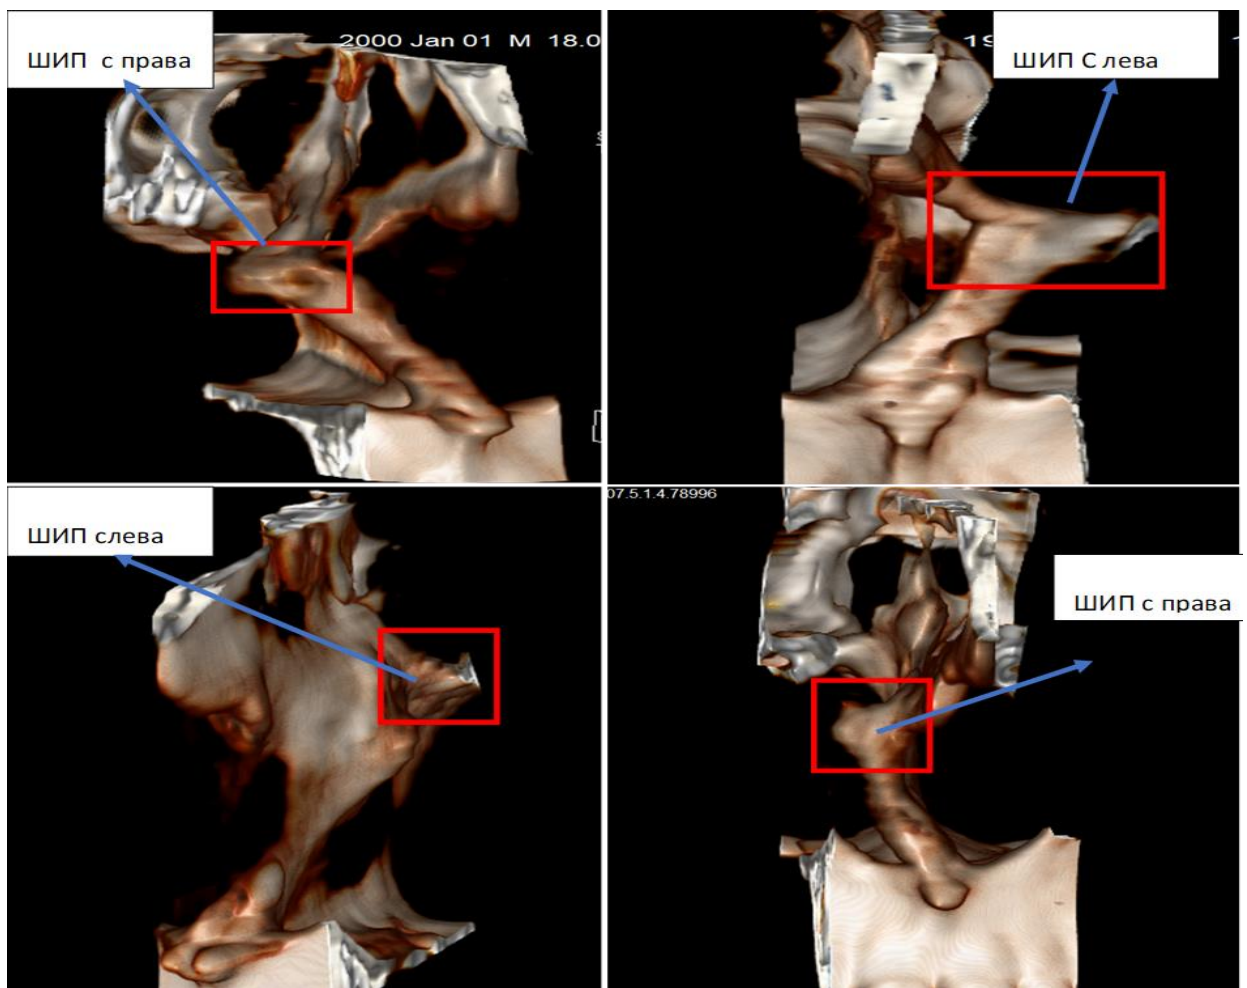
3D-реконструкция КТ костной части перегородки носа: визуализируются выраженный КШ справа и слева
